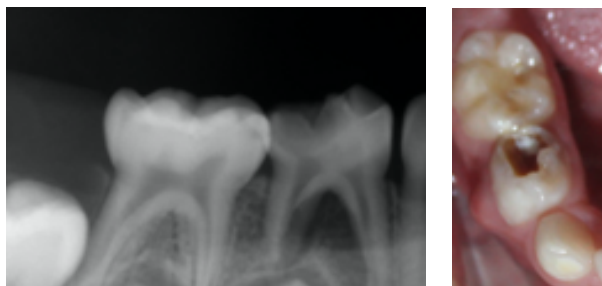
Radiografía de OD #84 y fotografía inicial de cuadrante inferior derecho
